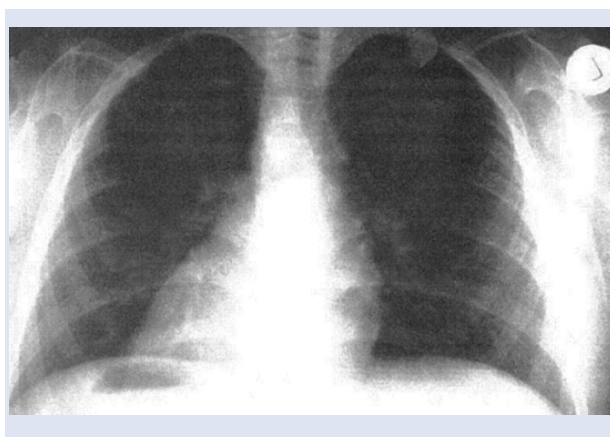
Рентгенограмма грудной клетки Кристины Т.: декстрокардия.
